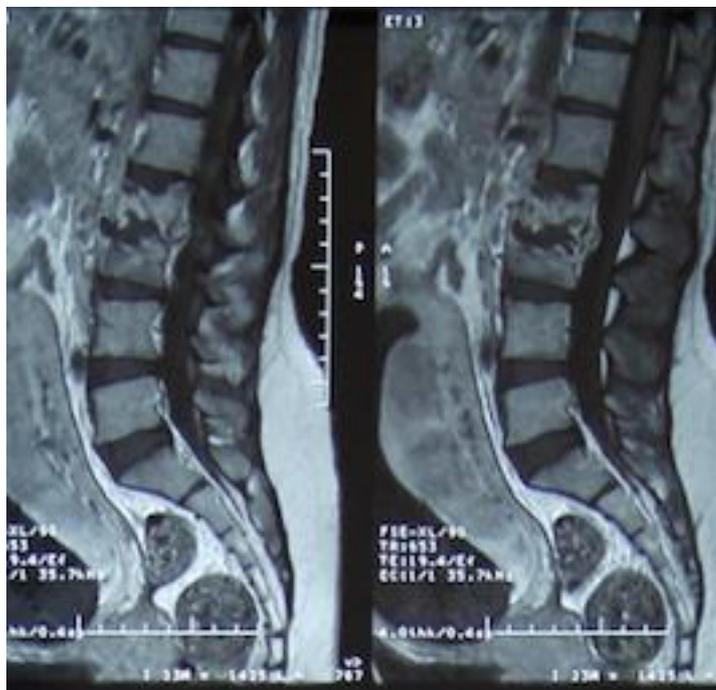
IRM spinale séquence T1 coupes sagittales montrant une spondylodiscite infectieuse de L2-L3.
